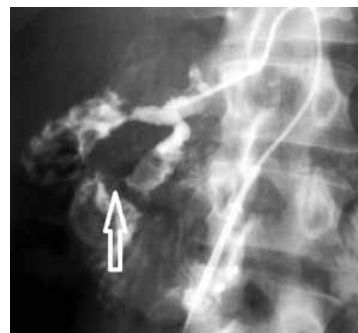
Контрольное рентгенологическое исследование. Стрелкой указана стриктура терминального отдела главного протока поджелудочной железы
